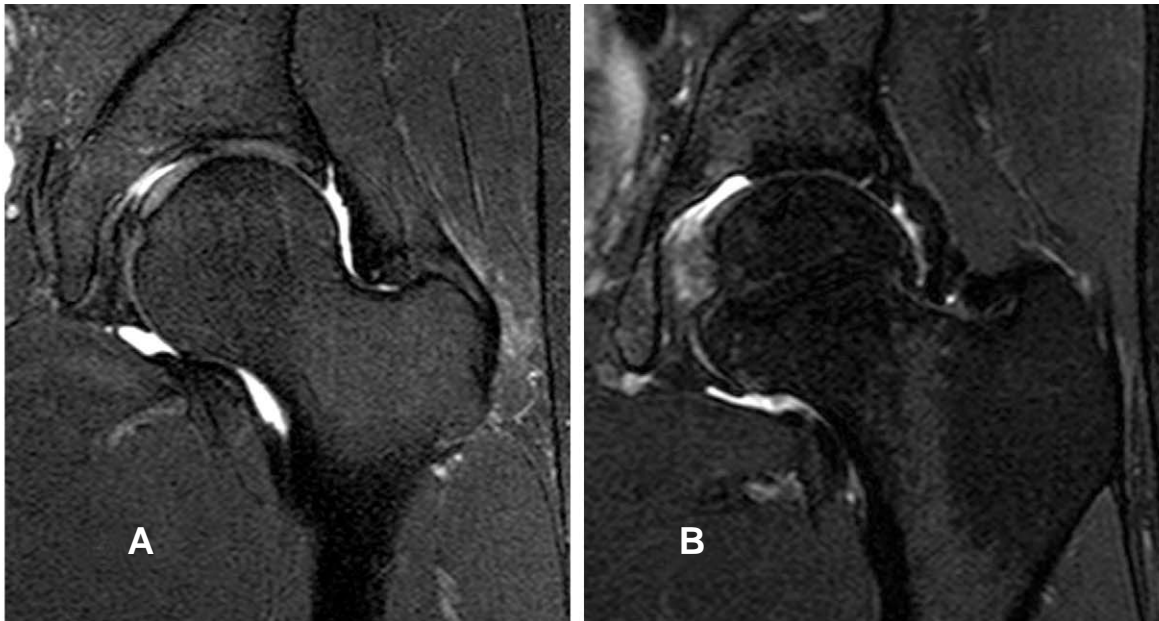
Fat-saturated proton-density coronal magnetic resonance arthrography of left hip. Gadolinium in the hip joint make it possible to distinguish the shape of acetabular labrum and labor-cartilagenous junction (A). Image of full-thickness acetabular labral tear shows intervening fluid between the acetabular labrum and cartilage (arrow: B).
